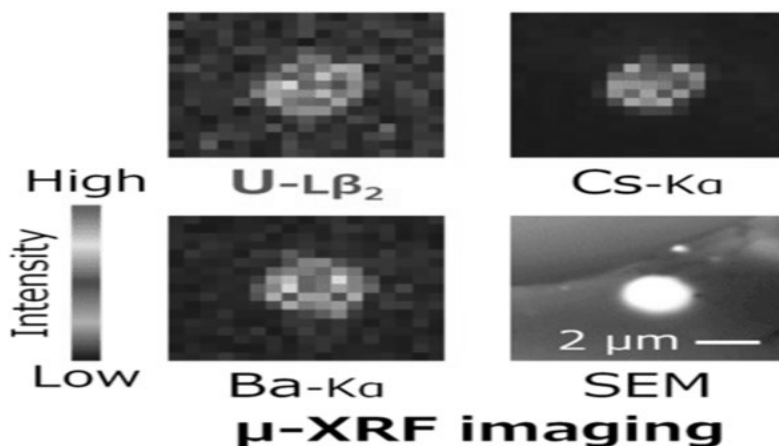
マイクロX線蛍光分析法によるセシウムボール(右下:電顕写真)における
